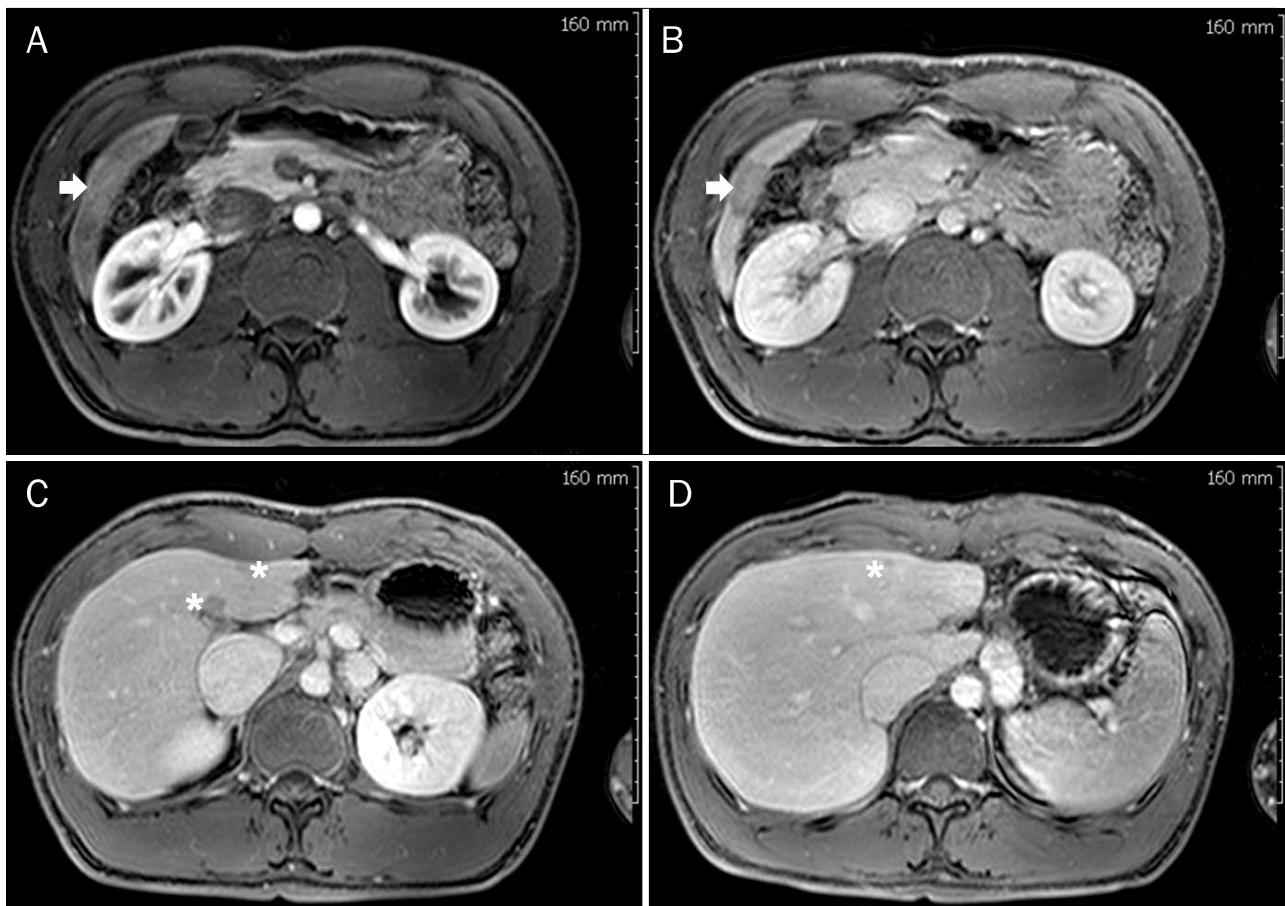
MRI taken during follow-up. (A, B) The lesion (white arrows) shows iso- and subtle high signal intensity compared to the adjacent liver parenchyma on arterial phase and low signal intensity on portal phase. (C, D) Small hypodense lesions (asterisks) with similar characteristics are seen in segment 4 on portal venous phase.
